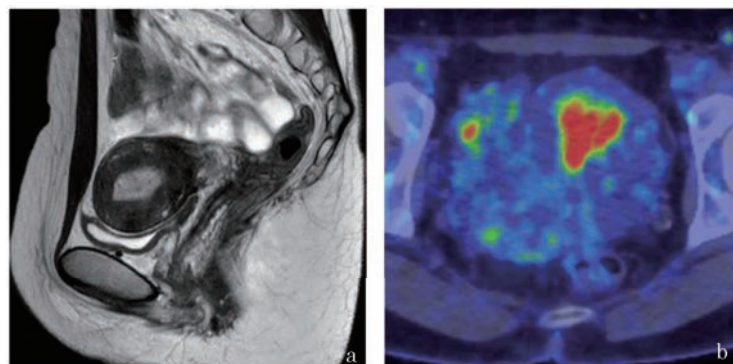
症例2の骨盤MRI T2強調画像、矢状断およびPET-CT
